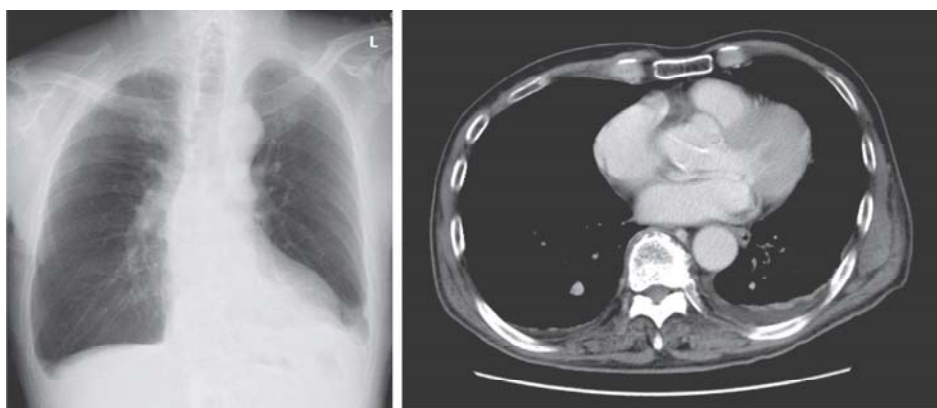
2010年10月の胸部画像所見。左図は胸部X線、右は胸部CT。胸部X線で横隔膜陰影ではCP angleがdull。胸部CTでは両下肺部に胸水の貯留が確認できる。
